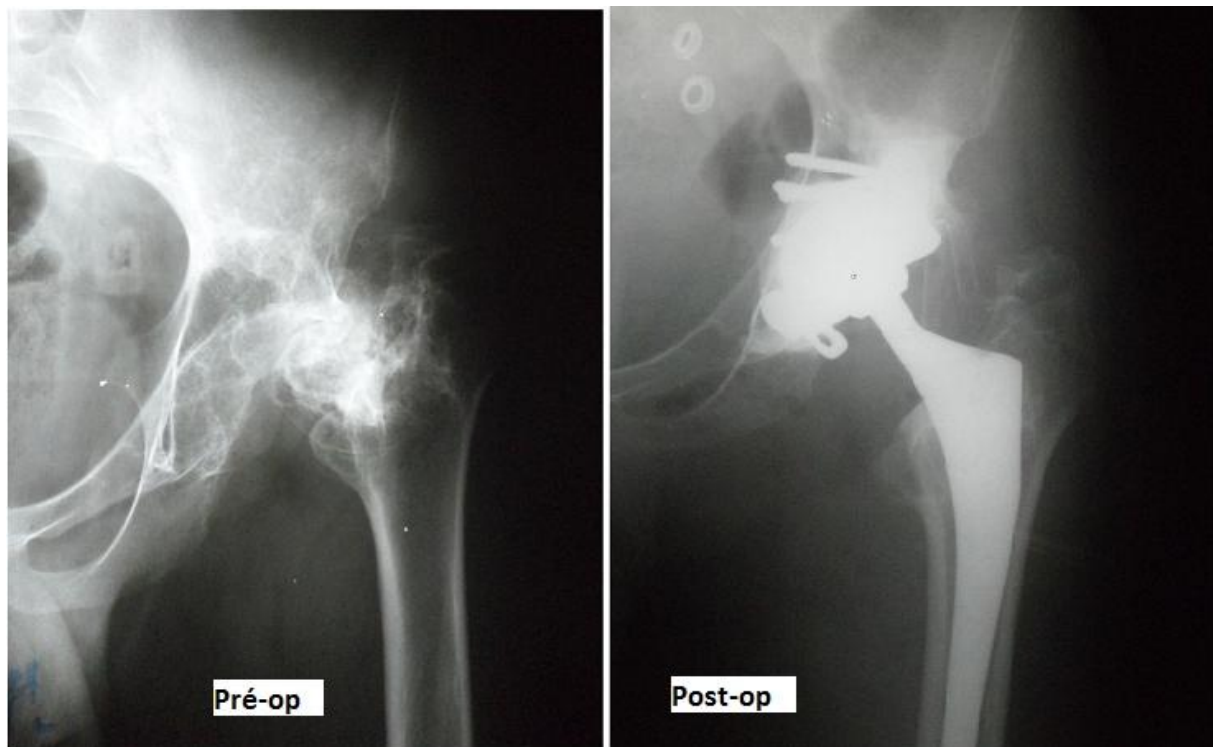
h : le cas no.12 ; Radiographies de la hanche montrant l'ostéonecrose chez un jeune patient suivi pour lymphome après sa cure de radiothérapie ,chez qui une reconstruction prothétique par croix de Kerboull avec une cupule cimentée a été réalisée.
